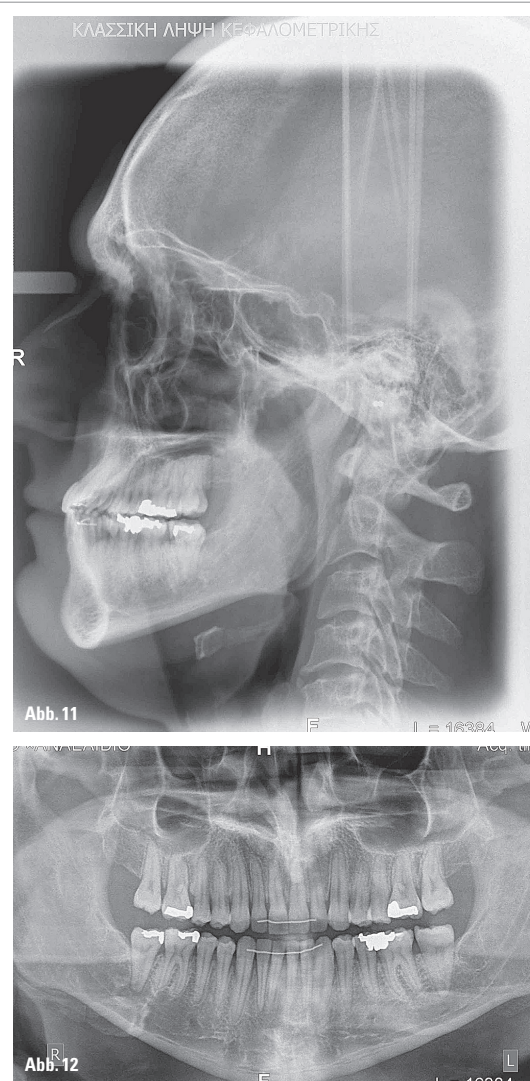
Finale Fernröntgenseitenaufnahme. – Abb. 12: Finales OPG.
